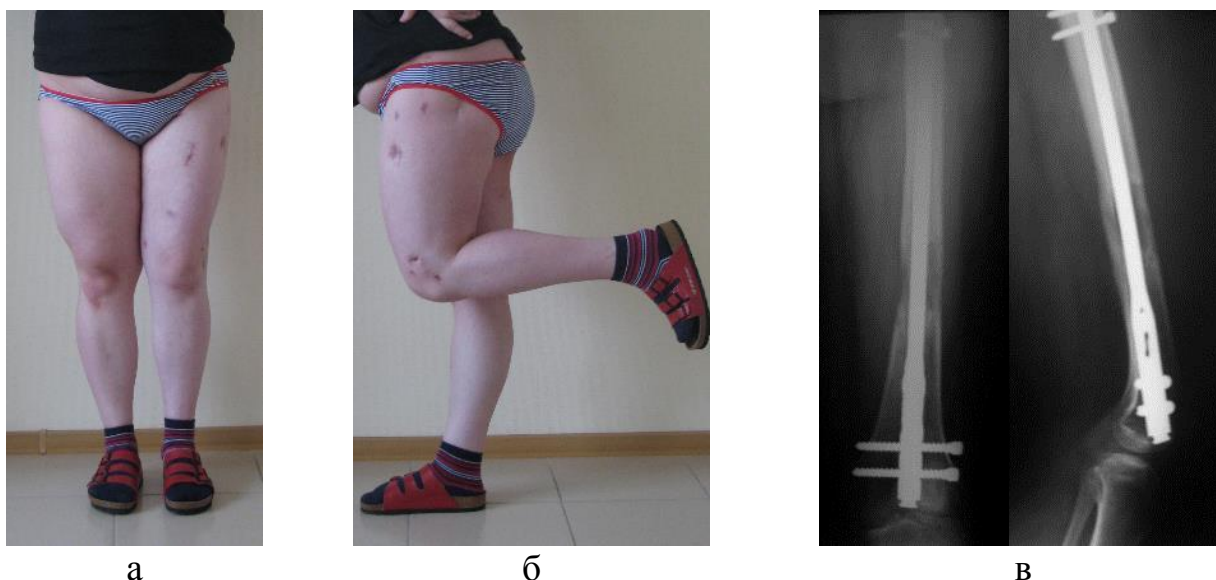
Результат лечения пациентки Б. а – внешний вид конечностей; б – функция коленного сустава; в – рентгенограммы.
